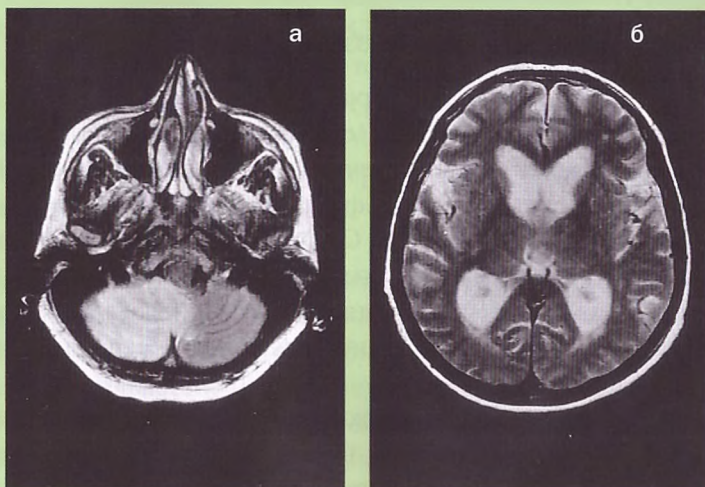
Инфаркт в мозжечке (МРТ):
